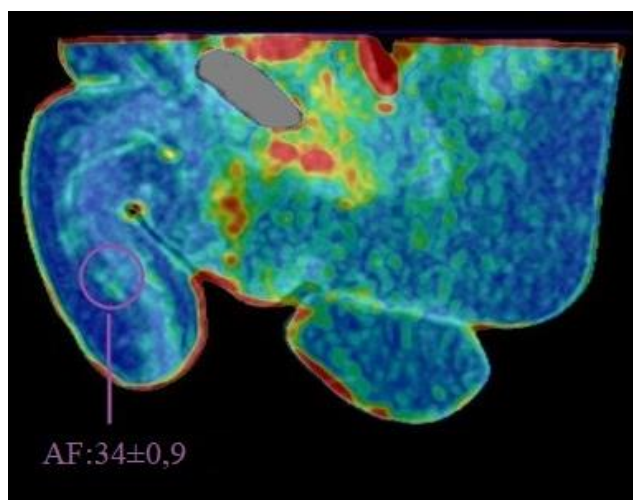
Динамическая перфузионная компьютерная томография неофаллоса и неоуретры. Сагиттальная реконструкция
